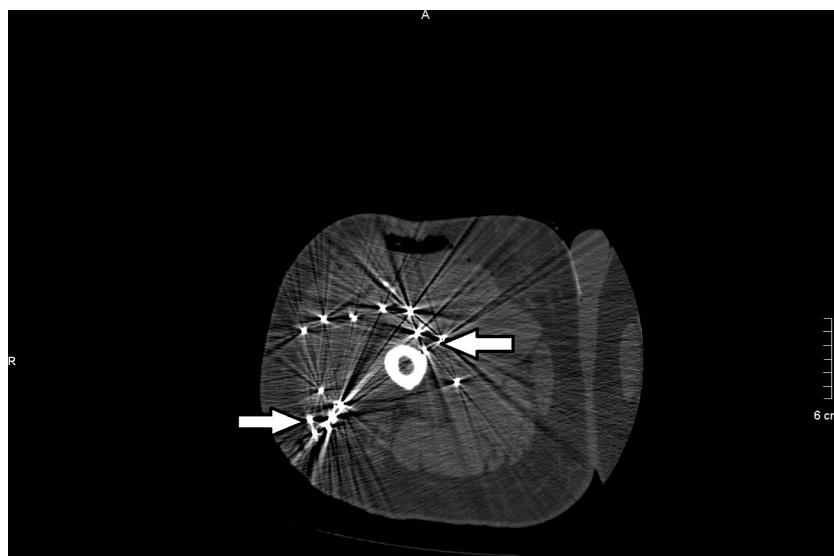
TC de muslo derecho, corte axial: paciente con un disparo en el muslo por accidente de caza. Se aprecian múltiples perdigones que provocan un artefacto en "rayos de sol", degradando la calidad de la imagen (flechas).
